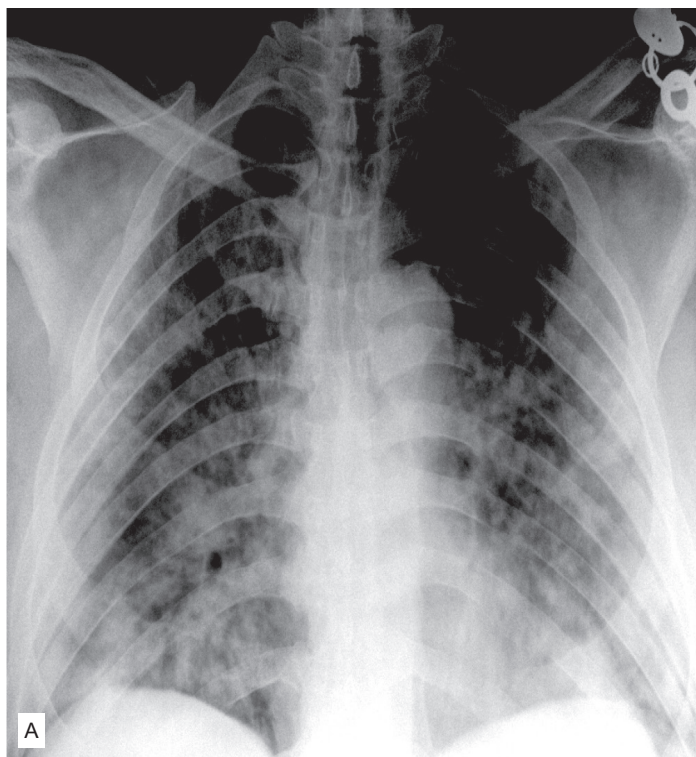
Рентгенограма органів грудної клітини у фронтальній проекції хворих на тяжку вірус-асоційовану НП: А – чоловік, 26 років; В – чоловік, 45 років.
